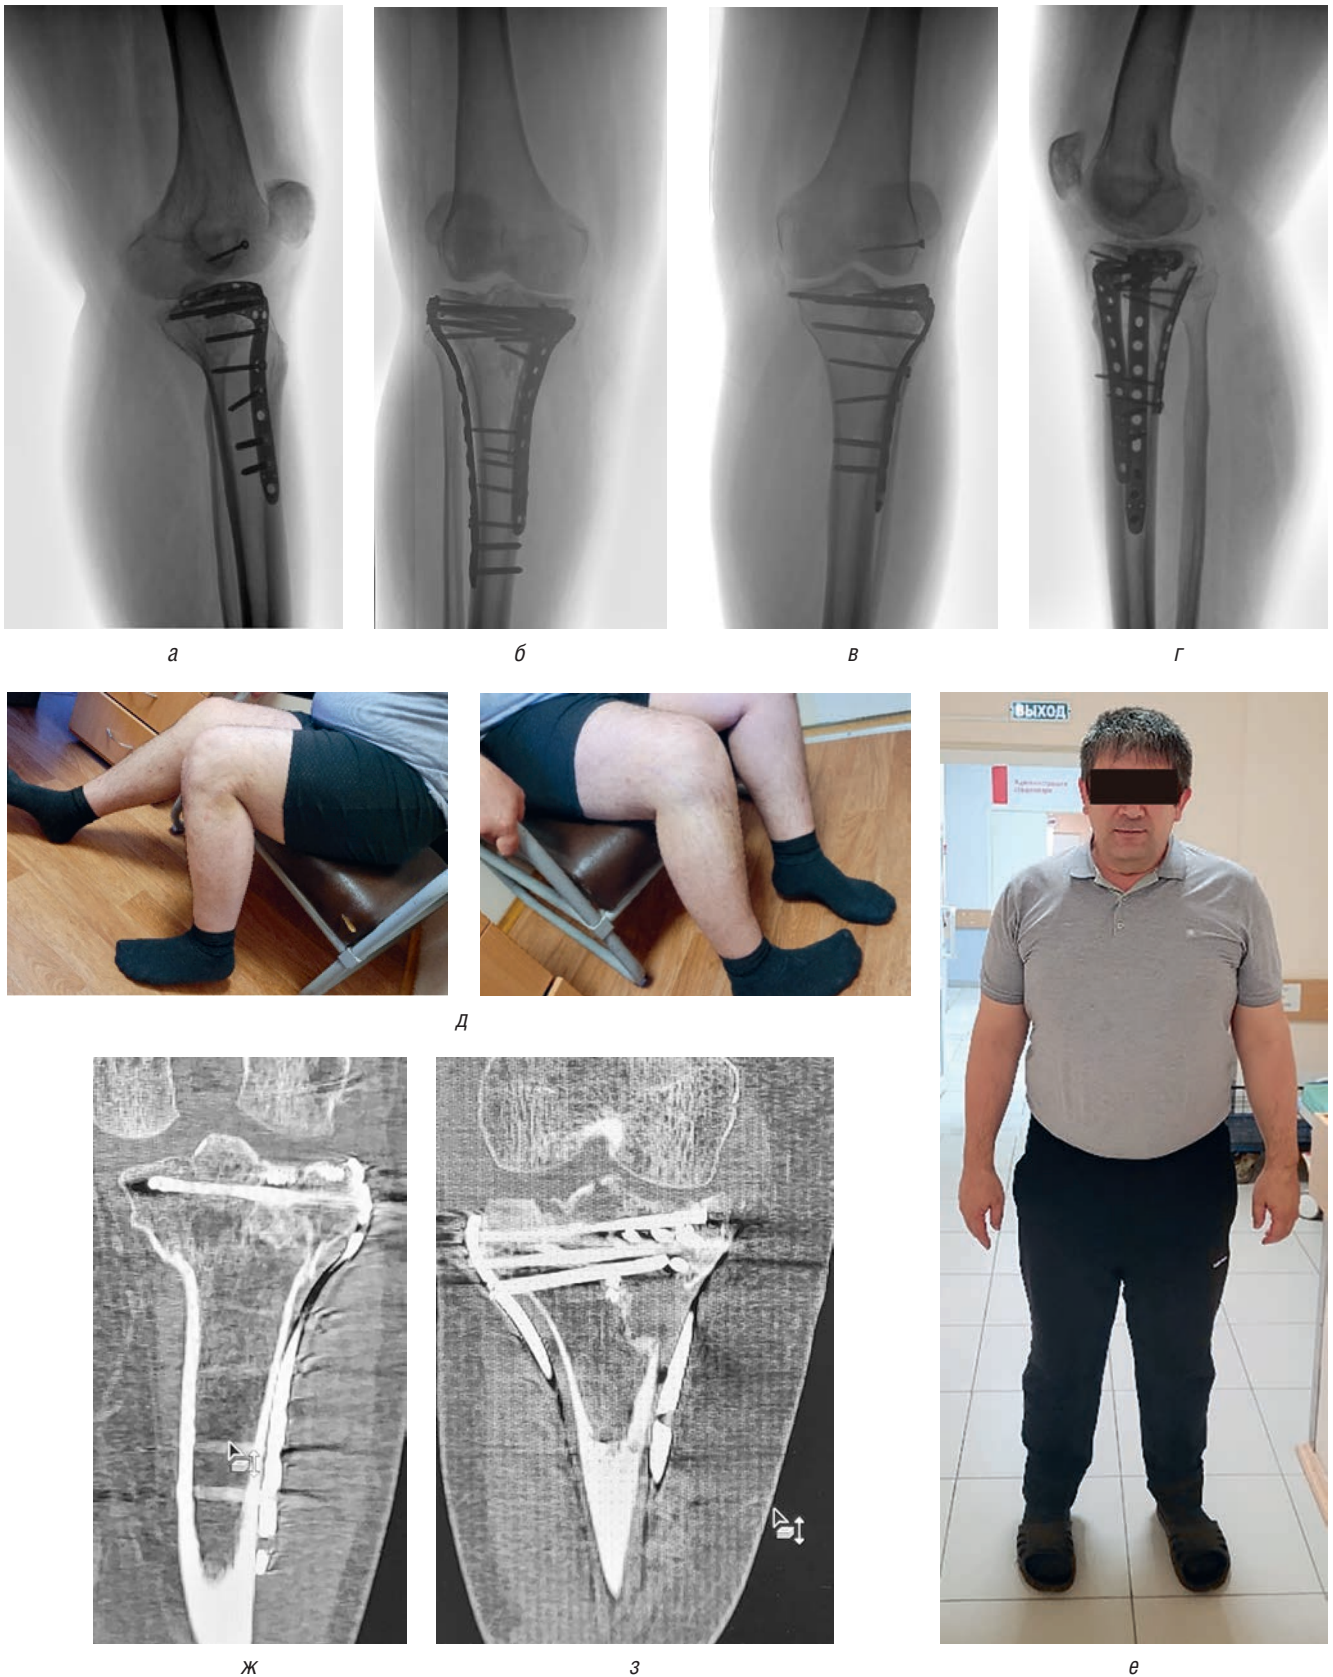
Контрольные рентгенограммы, данные КТ и функциональный результат обеих конечностей в срок 6 мес после операции: *а* — боковая проекция левого коленного сустава; *б* — прямая проекция обеих нижних конечностей; *в* — боковая проекция правого коленного сустава; *г-е* — функциональный результат; *ж, з* — КТ, фронтальные срезы левой (*ж*) и правой (*з*) большеберцовых костей
